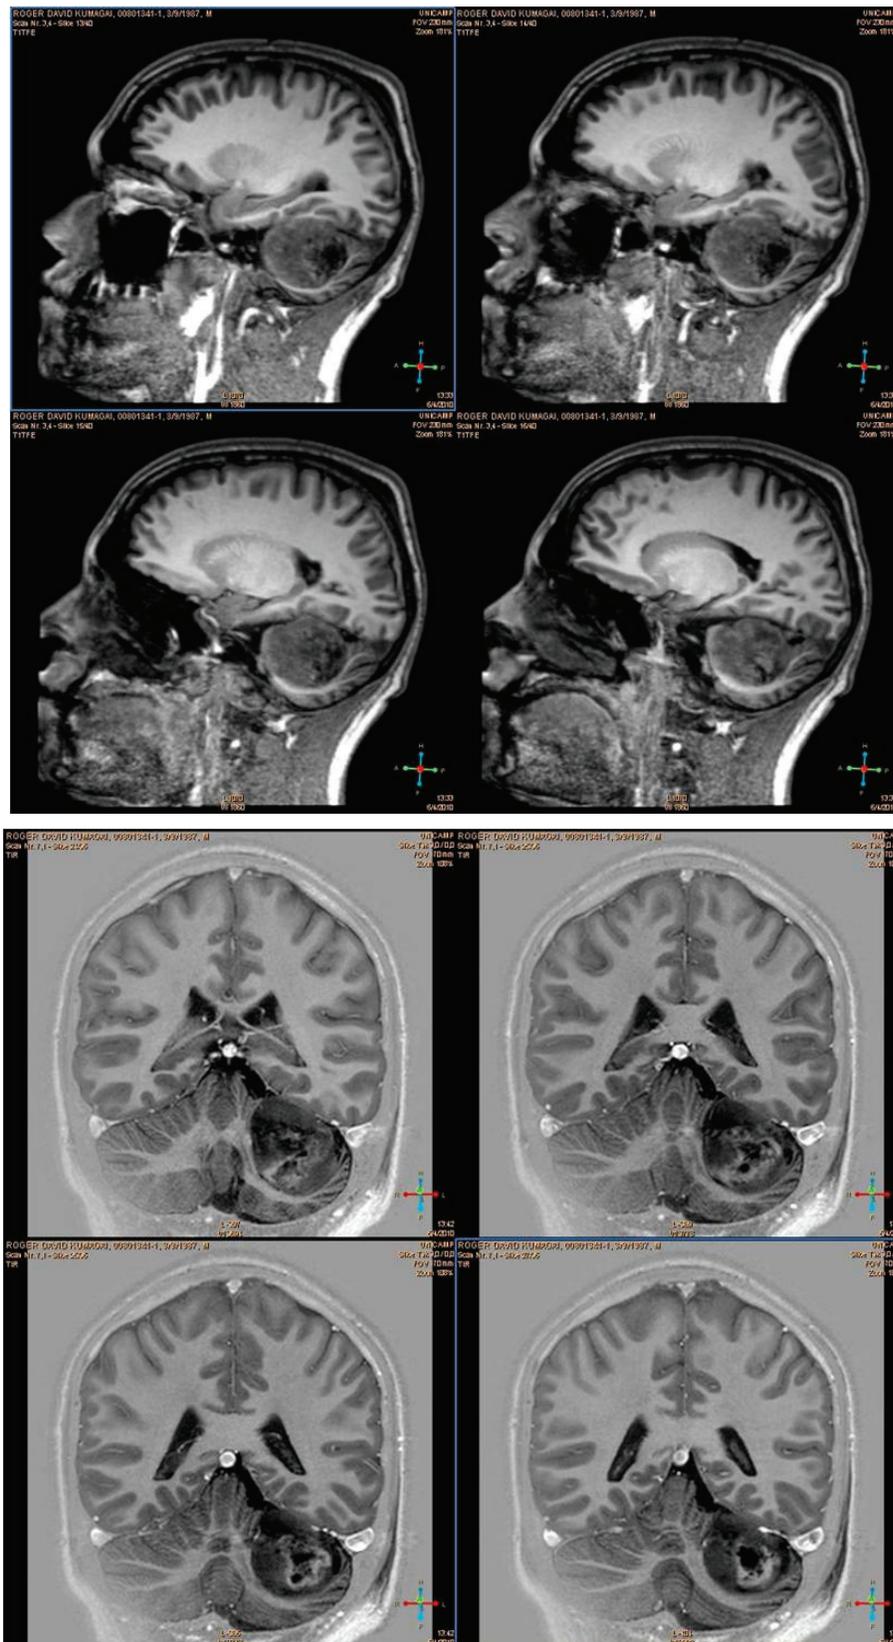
Ressonância pré-operatória
